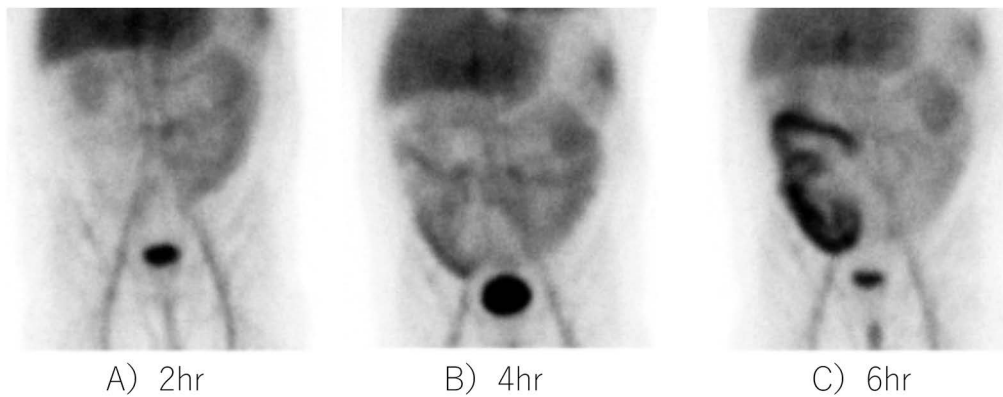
^{99m}Tc-labeled-albumin scintigraphy. ^{99m}Tc-labeled-albumin scintigraphy demonstrated a labeled albumin leakage to the lumen of small intestine at ileocecal part 6 hours after injection. A) 2 hours after injection, B) 4 hours after injection, C) 6 hours after injection
